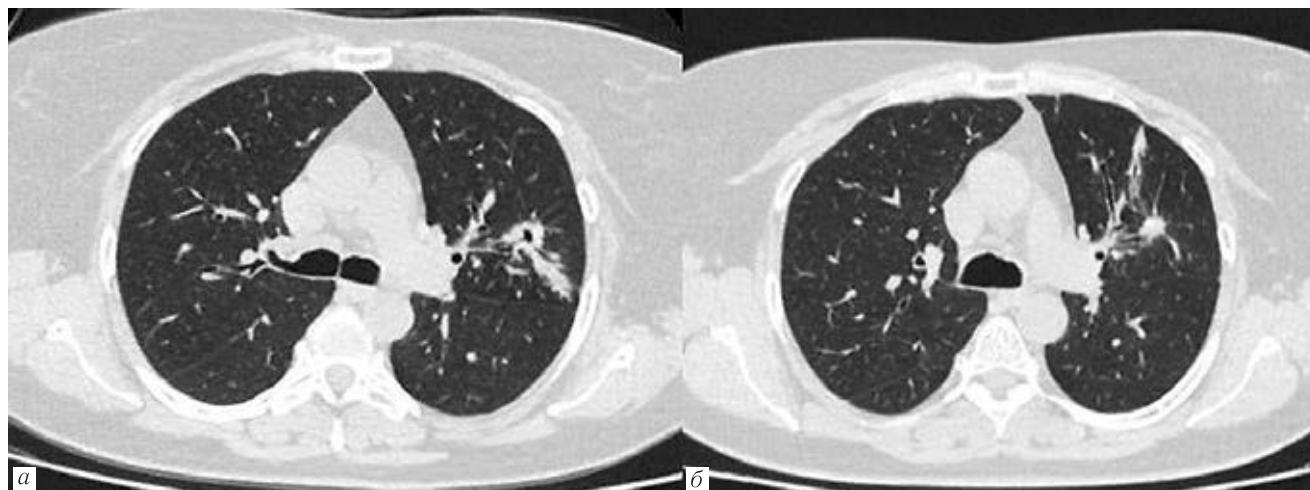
КТ органов грудной полости, аксиальная проекция. Закрытие каверны (а) после установки клапана (б)
